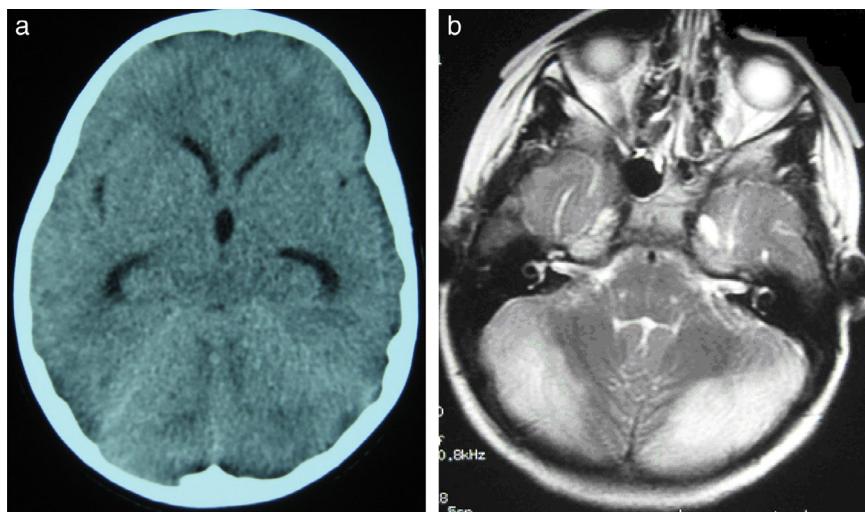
a) TC craneal del caso 2. Discreta dilatación de las astas temporales y del III ventrículo que está algo más redondeado de lo normal. Apelotonamiento de las estructuras de la fosa posterior, sin visualización del IV ventrículo. b) RM cerebral del caso 2, secuencia T2 corte axial. Hiperintensidad sustancia gris de ambos hemisferios cerebelosos.
